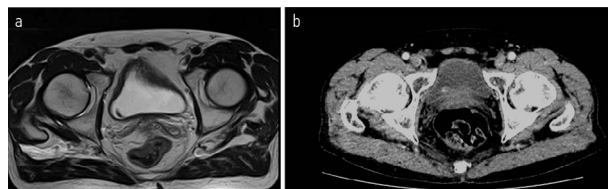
МРТ ОМТ от 18.08.2022 в сравнении КТ ОМТ от 02.11.2022. Состояние после 3 курсов лекарственного лечения по схеме карбоплатин + иринотекан.
